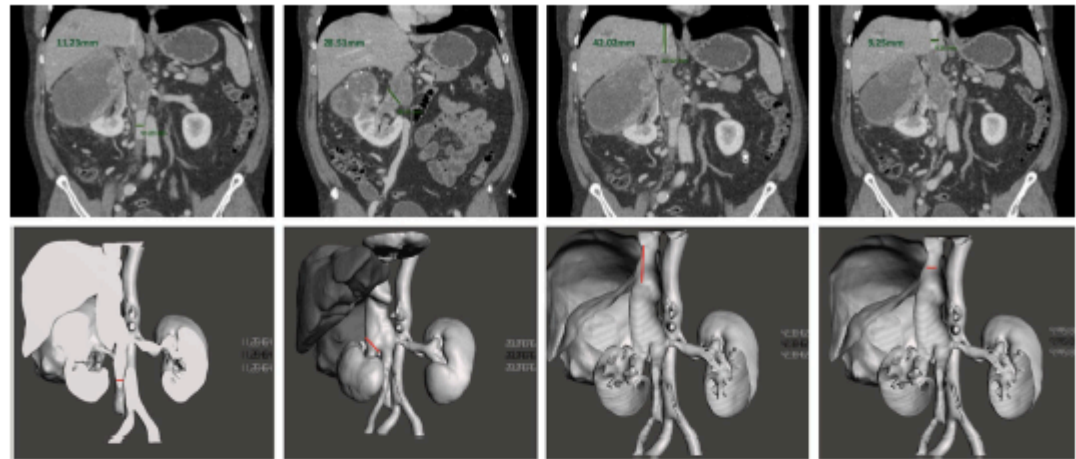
Comparison measures. CT vs 3D model
